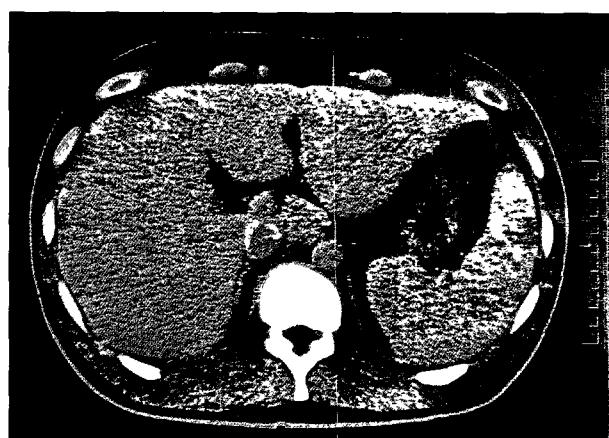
Hepatosplenomegaly is seen in abdominal CT scan.
